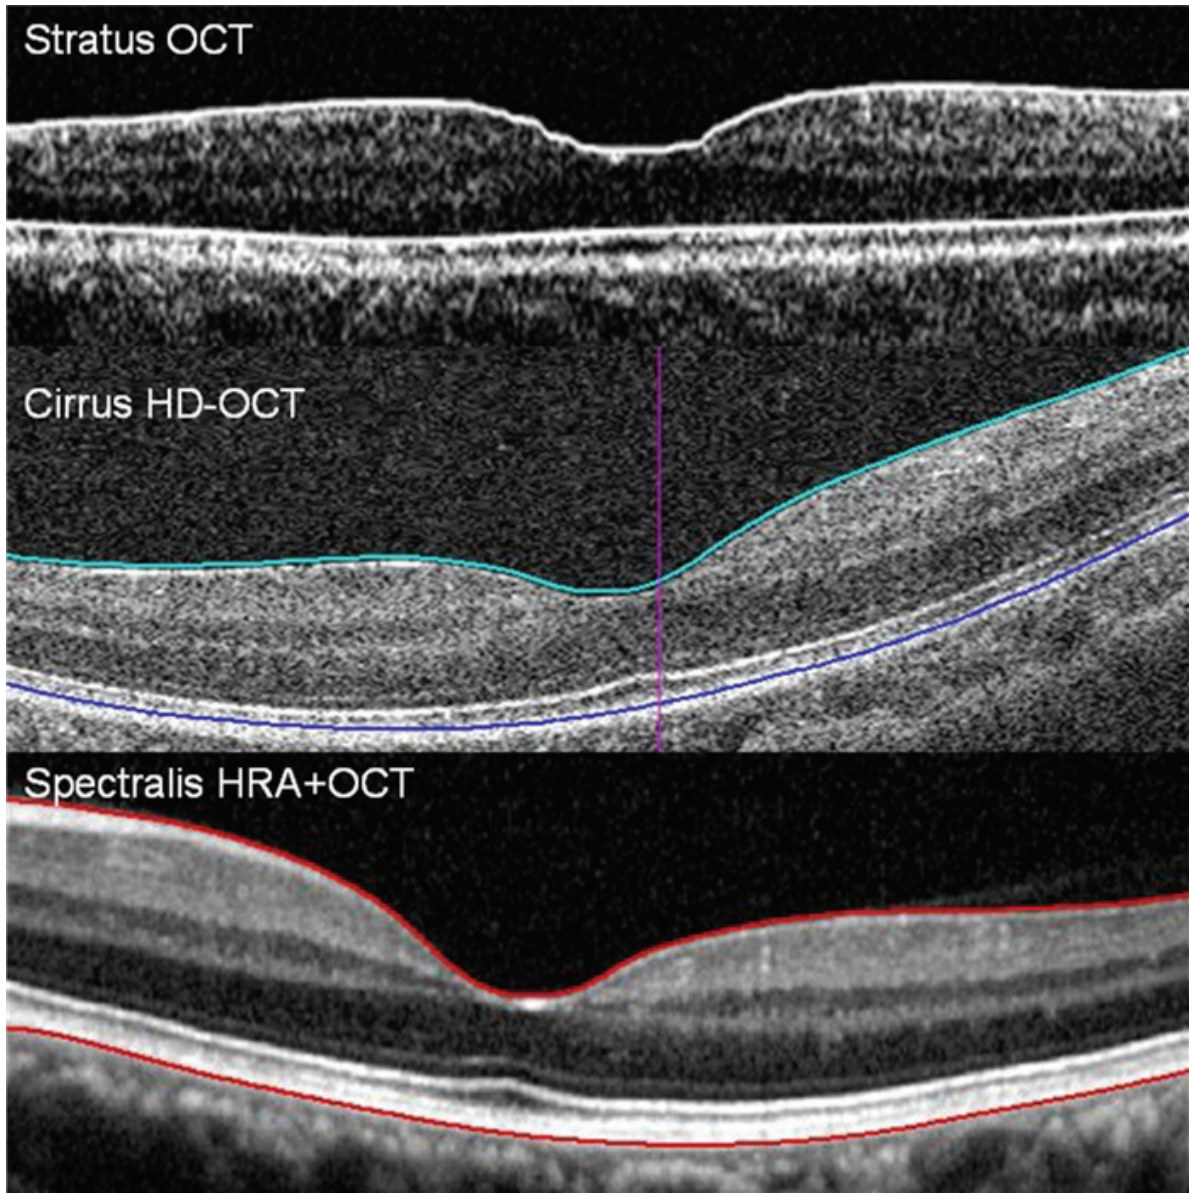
Tomographies of the macula taken by the three OCTs with reference lines. All three anterior lines are similar to the ILM, but each posterior line is situated differently.
